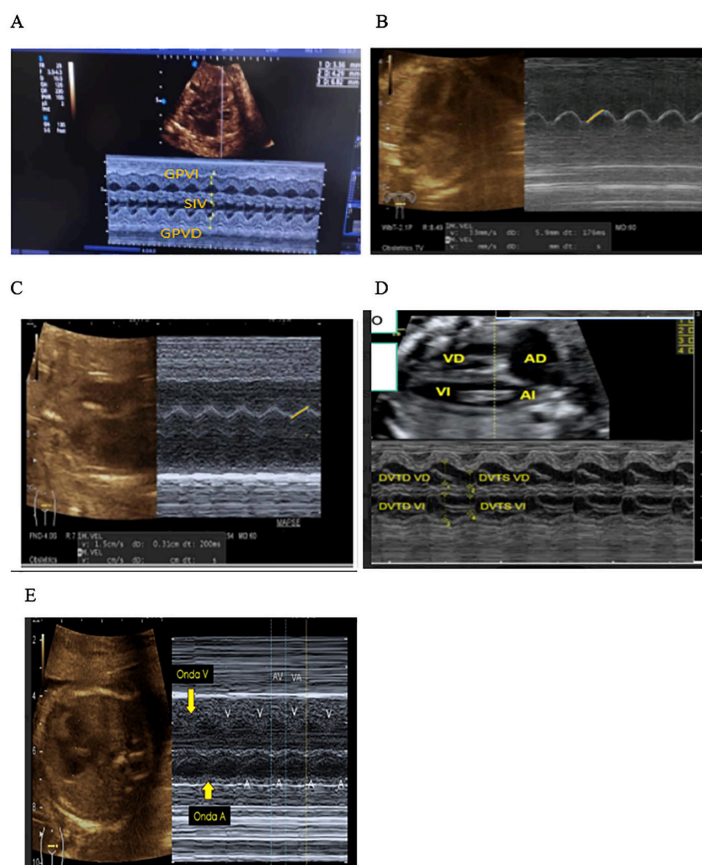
Evaluación ultrasonográfica de corazón fetal en Modo M. A. Medición del grosor de las paredes ventriculares derecha (GPVD) e izquierda (GPVI) y del *septum* interventricular (SIV) (calipers amarillos). B. Técnica de medición de la excursión sistólica del plano anular mitral (línea amarilla). C. Técnica de medición de la excursión sistólica del plano anular tricúspide (línea amarilla). D. Técnica de medición de los diámetros telediastólicos (DVTD) y telesistólicos (DVTS) de los ventrículos derecho (VD) e izquierdo (VI), utilizada en el cálculo de la fracción de eyección y la fracción de acortamiento ventriculares (calipers amarillos). E. Evaluación de plano atrioventricular (ventrículo izquierdo/atrio derecho) con visualización de contracción ventricular (Onda V) y atrial (Onda A) utilizada para cribado y evaluación de arritmias fetales (flechas amarillas). Imágenes cortesía de Jeiv Gómez, Judith Contreras y María Croes, con autorización para su reproducción, divulgación y publicación.
